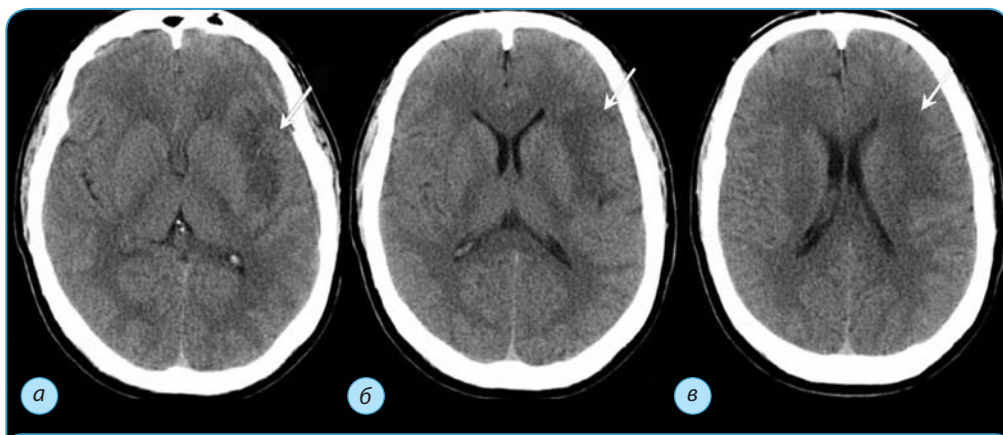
КТ головного мозга. Симптом утраты дифференцировки серого и белого вещества больших полушарий, острая фаза инсульта:
